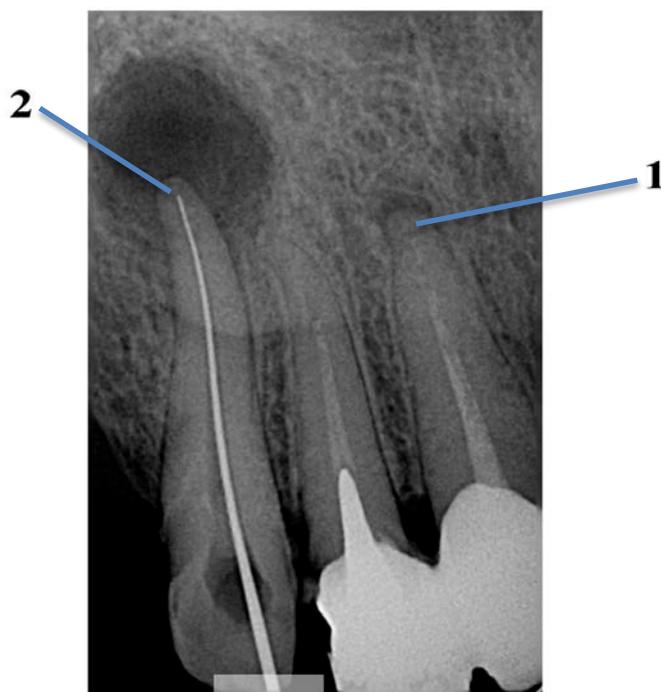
Классическая рентгенологическая картина хронического фиброзного (1) и хронического гранулематозного периодонтита (2)
